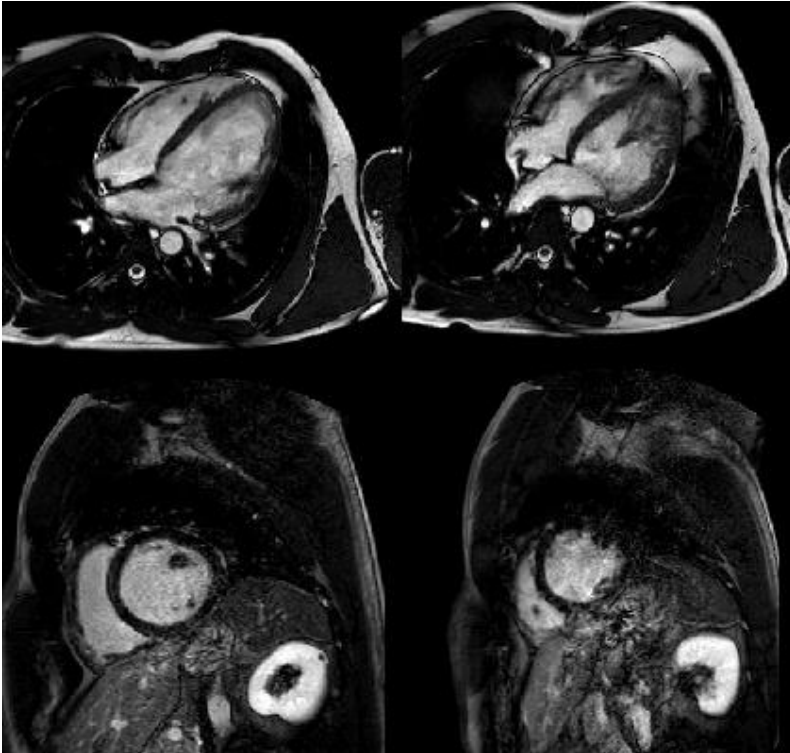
Immagini RMN. In alto cine in diastole e in sistole, in basso sequenze LGE in asse corto
